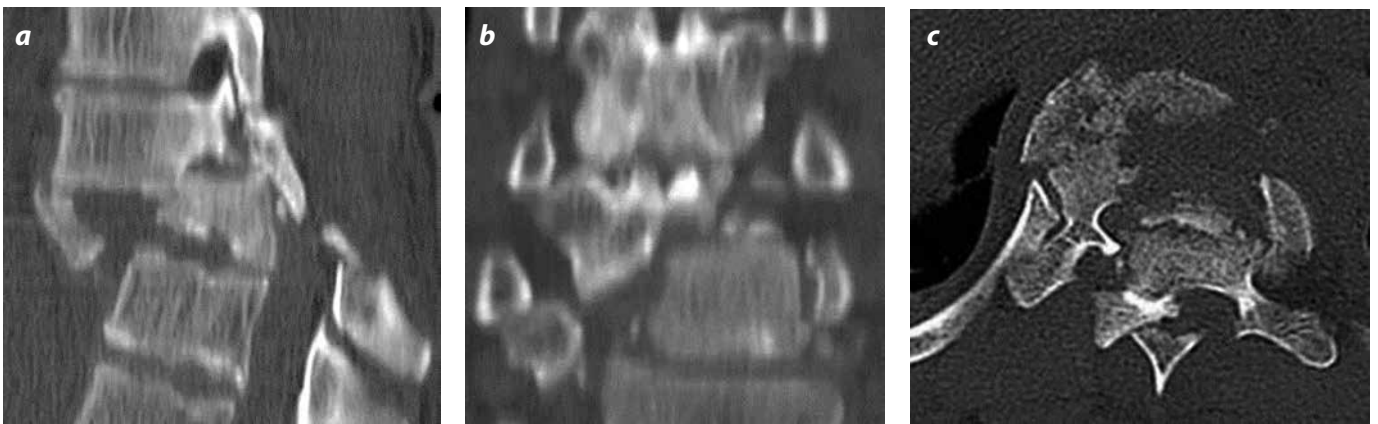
a, b y c). Fractura C2. TC con ventana para hueso en cortes sagital, coronal y axial que corresponden a variantes de flexión subluxación con rotación.
